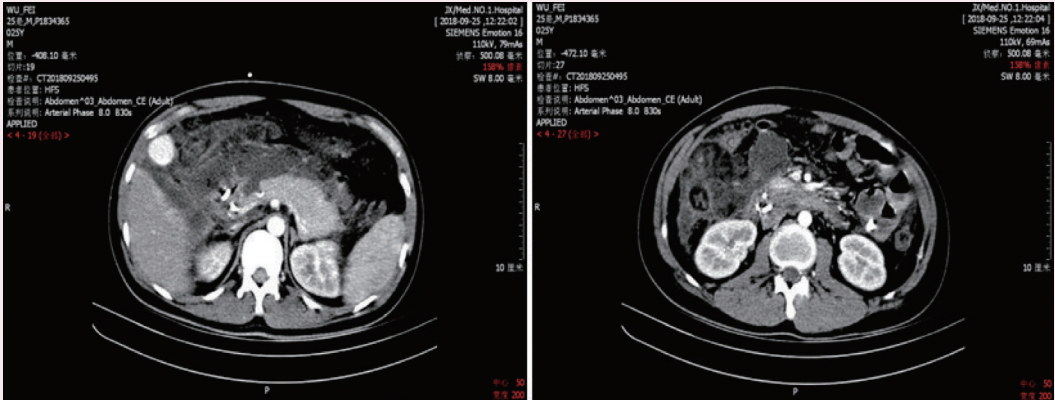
入院后复查腹部 CT 提示急性坏死性胰腺炎
